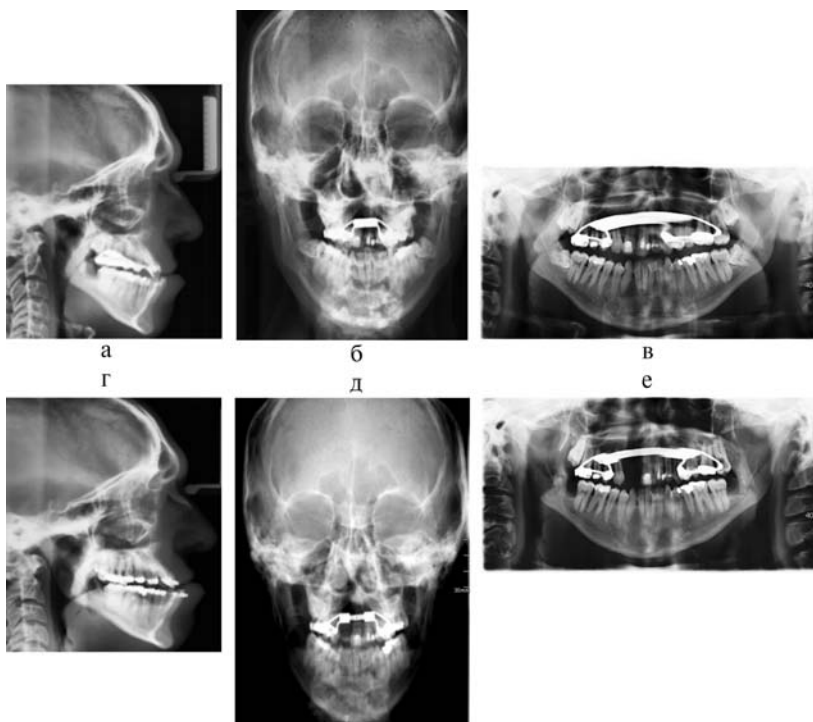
Пациент П.Р. до (а-в) и после (г-е) интенсивного расширения верхней челюсти. Рентгенограммы
